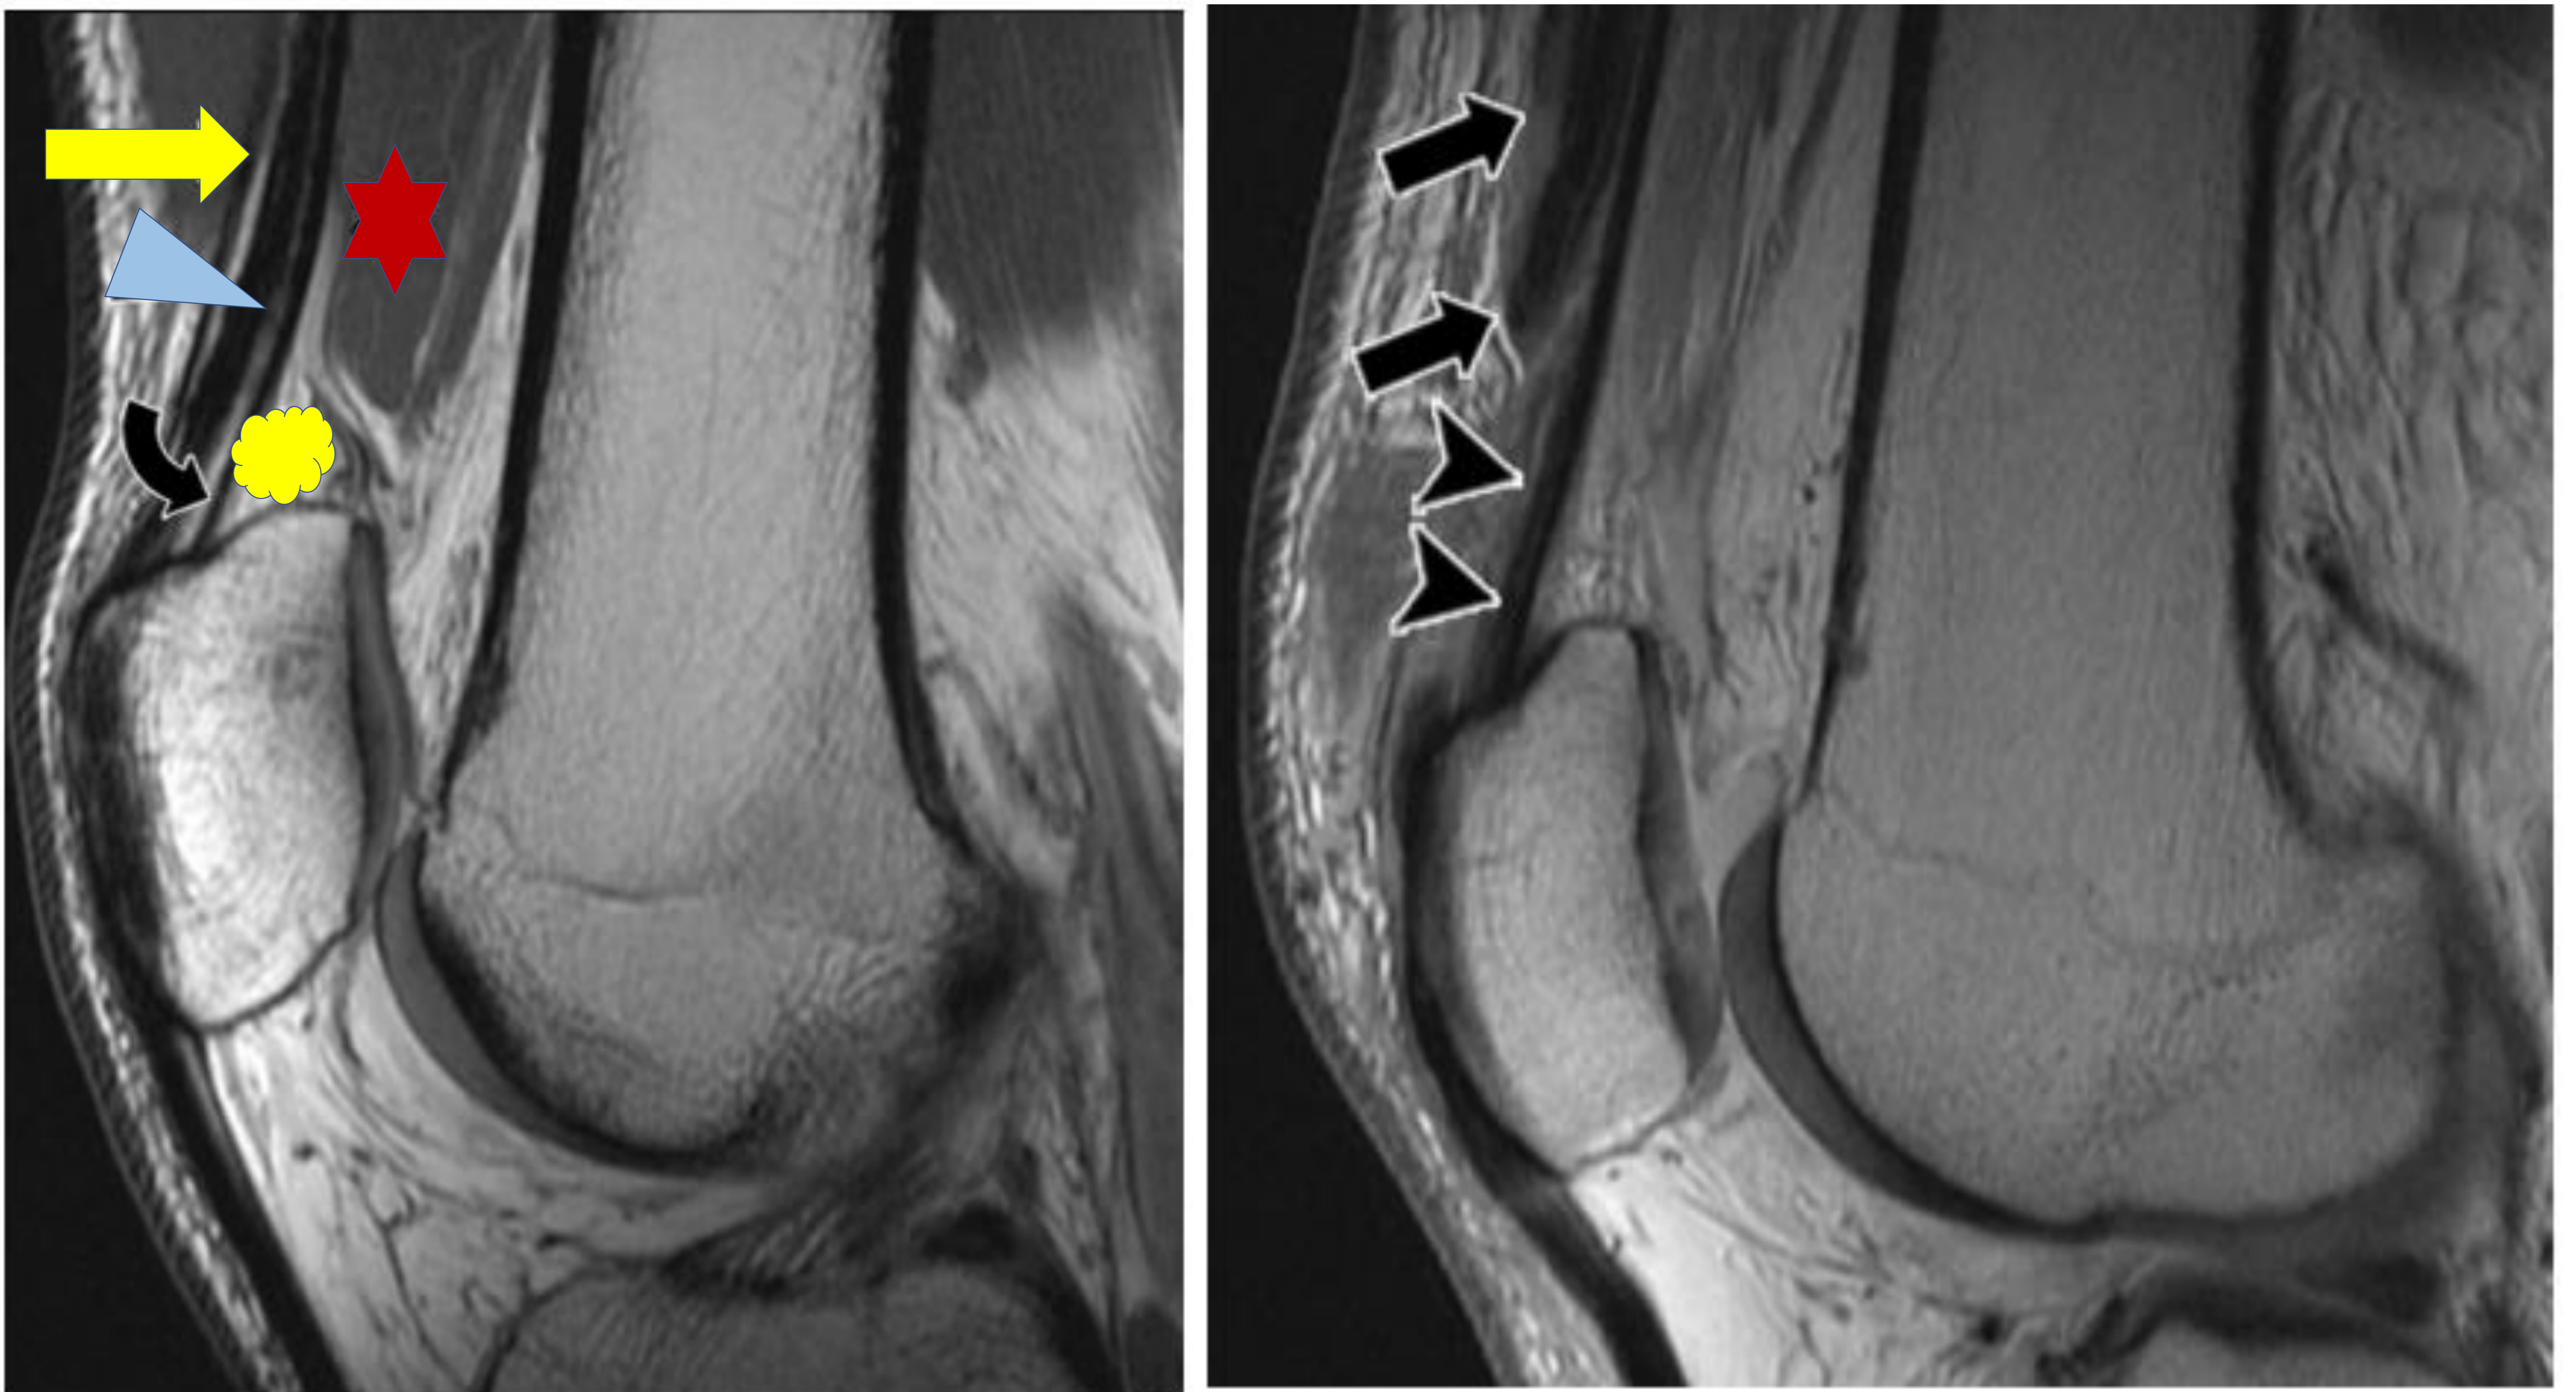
Tendón normal de cuádriceps (Izquierda), secuencia de RM ponderada en densidad protónica. Corte sagital: donde se visualiza el aspecto típico lamido del tendón en su inserción rotuliana. La capa delgada anterior representa el recto femoral (flecha amarilla); la lámina central más gruesa está formada por el vasto medial y lateral (triángulo azul); la delgada lámina posterior proviene del vasto intermedio (flecha curva negra). El tendón se inserta en la mitad anterior de la porción superior de la rodilla, mientras que la mitad posterior está cubierta por la almohadilla grasa del cuádriceps (nube amarilla) El músculo entre el recto anterior y el tendón del cuádriceps corresponde al musculo genu articularis (estrella roja) que se inserta en el receso suprapatelar.
